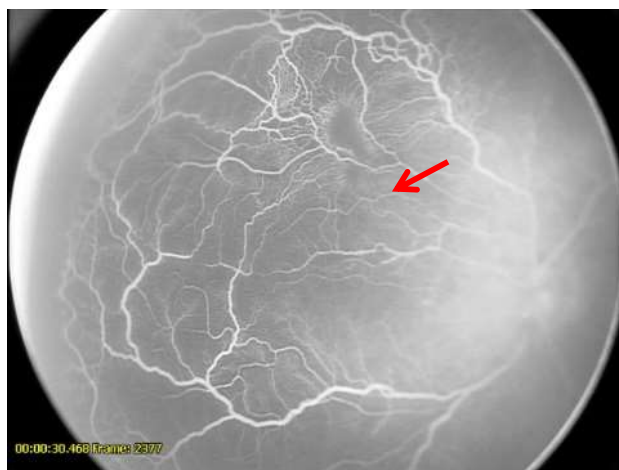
ФАГ на 2 стадии РН с неблагоприятным типом течения, артериовенозная фаза: повышенная извитость сосудов, шунтирование в пределах одной сосудистой аркады и между соседними аркадами, участки капиллярной неперфузии в васкуляризированной зоне сетчатки
